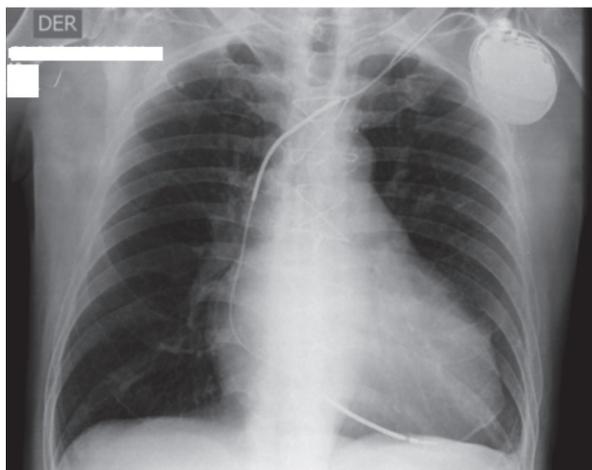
Radiografía de tórax donde se aprecia en la aurícula derecha una imagen del electrodo sugestiva de externalización de los conductores internos proximales a la bobina distal.
